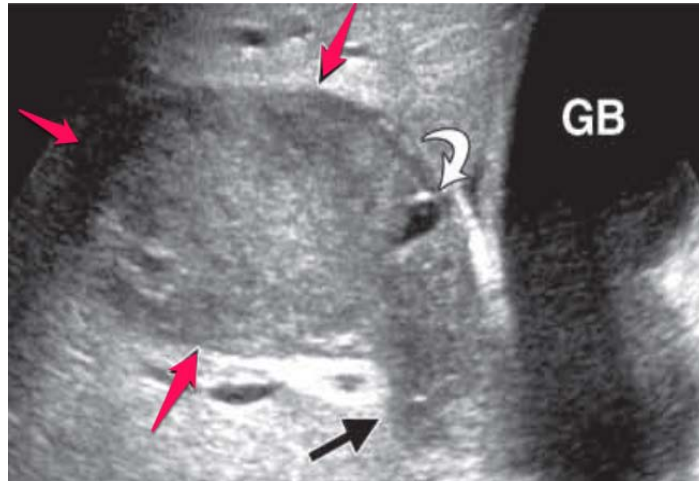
RMS biliaire chez un garçon de 3 ans. L'échographie objective une masse hypoéchogène hétérogène (flèches rouges) avec un petit foyer kystique (flèche blanche) (GB=vésicule biliaire) [1].
